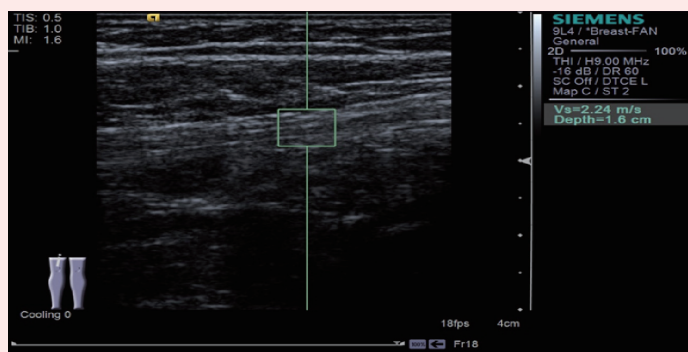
超声 ARFI 成像技术纵断面测量胫神经弹性值
